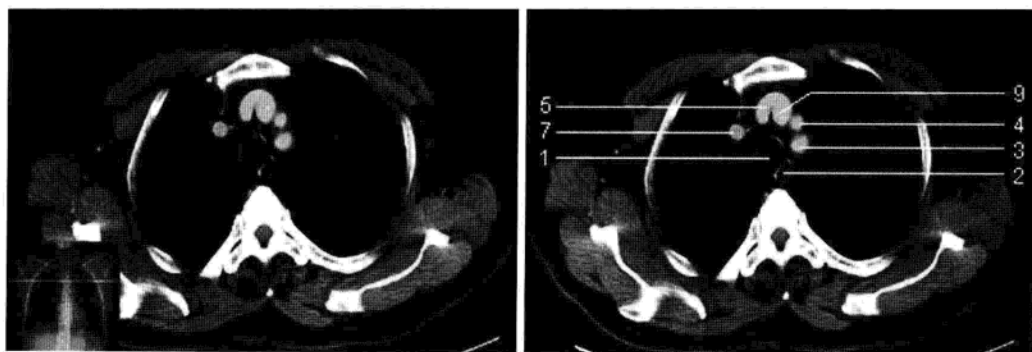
胸骨柄层面 (增强 CT 图像)
